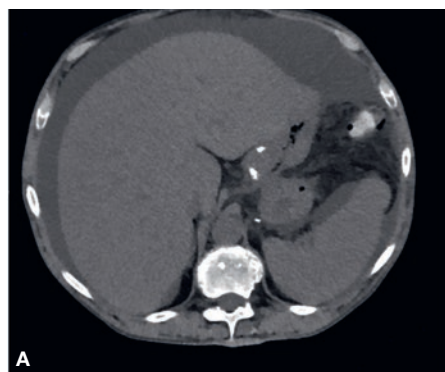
CT-Thorax/Abdomen (A) axialer Schnitt, B) Frontalschnitt), es zeigten sich ein ausgeprägter Aszites sowie eine Hepato- und Splenomegalie.
